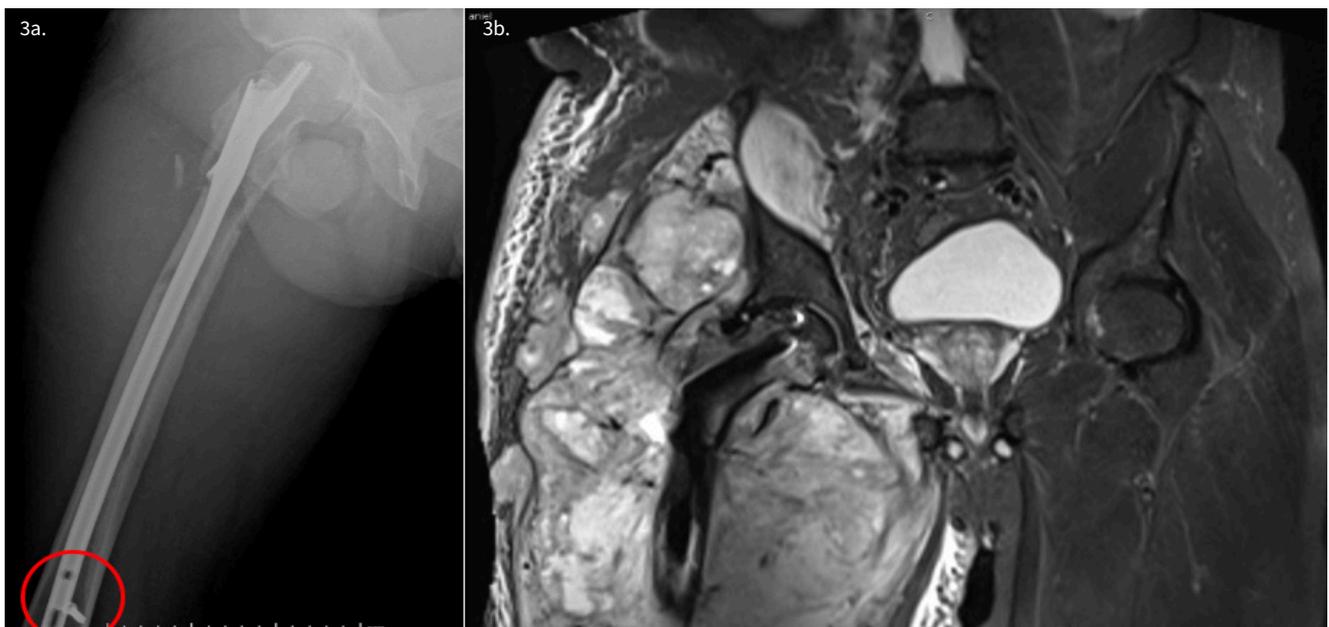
Estudios de imagen de extensión al ingreso. a) Radiografía axial de fémur derecho, presencia de masa tumoral en muslo derecho. Nótese posición anómala de tornillo de bloqueo distal (círculo rojo).
